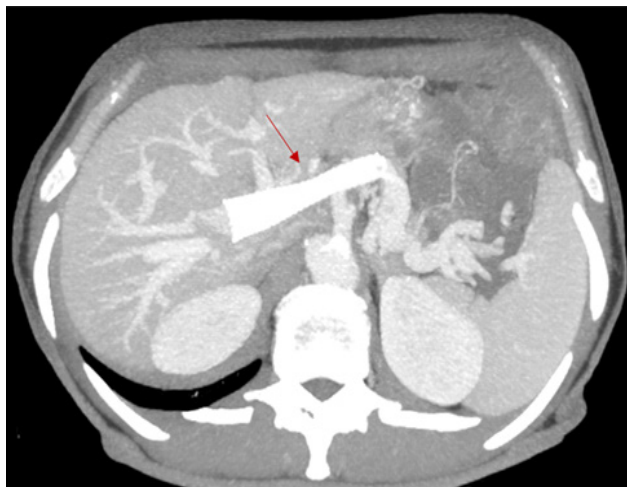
МСКТ-ангиография брюшной полости на 6-е сутки после стентирования воротной вены, аксиальный срез в режиме MIP 28 мм. Стрелкой показан стент в портальной вене
